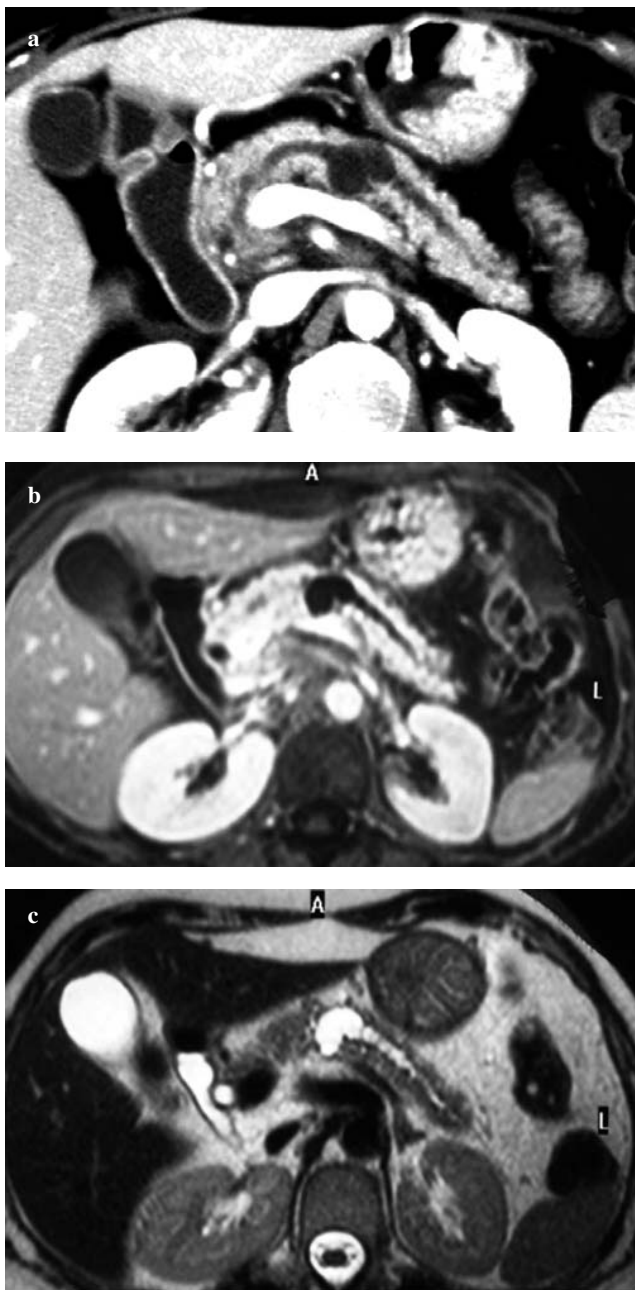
A 71-year-old woman with resectable intraductal mucinous papillary tumour of the pancreatic body with concordant CT and MR imaging results (patient 7, Table 3). a Axial CT image obtained in the portal phase after intravenous administration of contrast agent shows a small (2 cm), oval, hypodense lesion with cystic features in apparent communication with Wirsung's duct and collateral ducts at the level of the pancreatic body. b Axial T1-weighted fat-saturated MR image obtained in the portal phase after administration of paramagnetic contrast agent shows similar findings. The lesion has the typical hypointensity of a cystic structure and appears to communicate with the pancreatic ducts. c Axial T2-weighted SS-TSE image in the precontrast phase confirms the finding of the previous images by showing the typical hyperintense signal of the cystic lesion and the ducts with which it appears to communicate.
